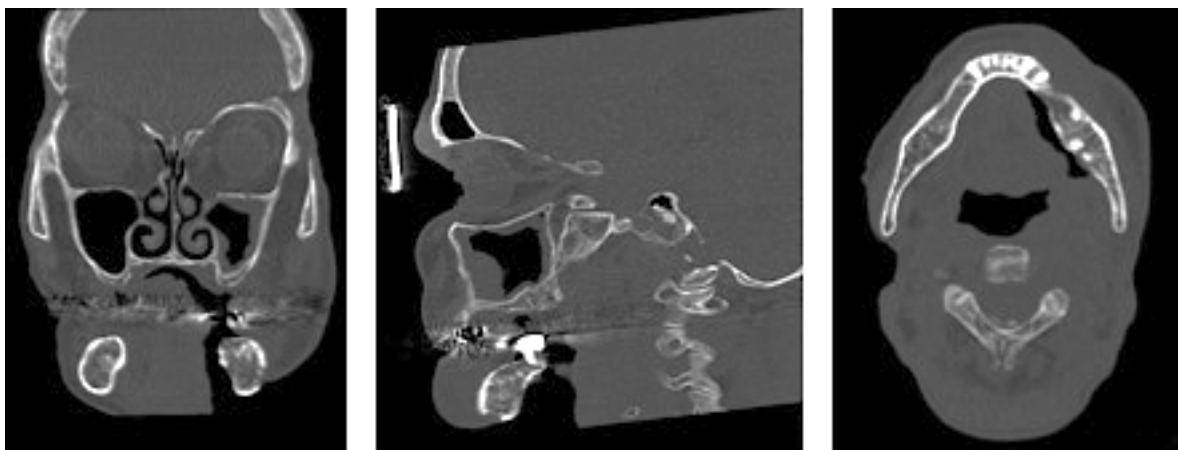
Computertomographische Darstellung einer fortgeschrittenen Osteoradionekrose. Erkennbar ist ein breitflächig freiliegender Unterkieferknochen und eine große intra-extraorale Fistel.
